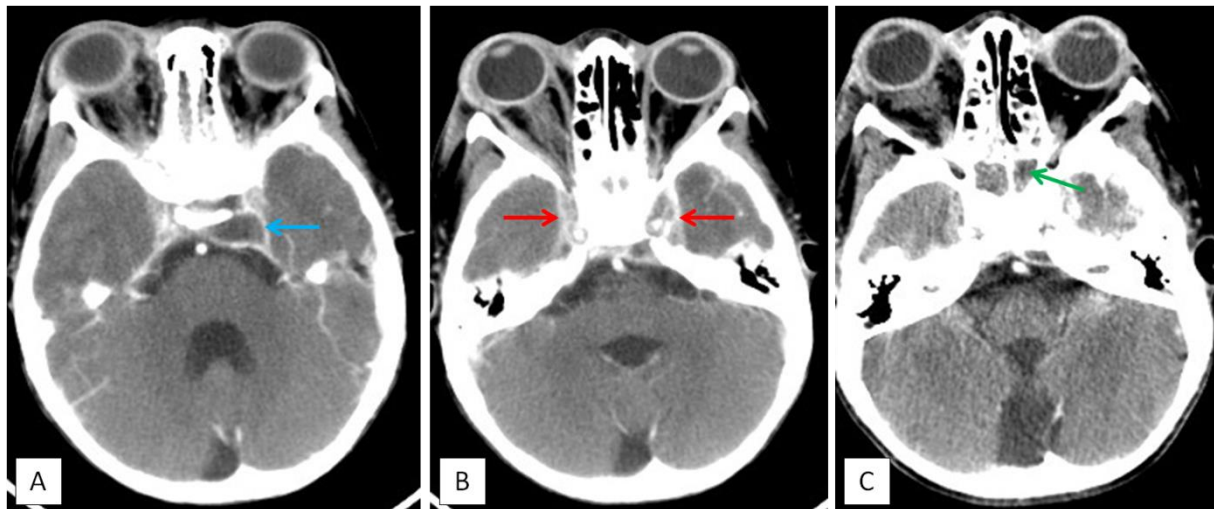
La TDM cérébrale après injection objective une collection rétro-clivale avec rehaussement dural d'origine infectieuse (flèche bleue : A) s'étendant aux 2 sinus caverneux qui sont thrombosés (flèches rouges : B) avec comblement du sinus sphénoïdal en rapport avec une sphénoïdite (flèche verte : C).
